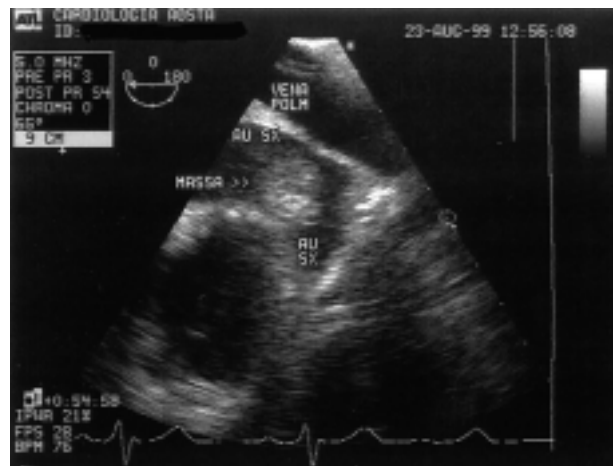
In questa immagine ecografica transesofagea, dopo 10 settimane di scoagulazione, è ancora visibile la massa tondeggiante all'interno dell'auricola sinistra (AU SX).
